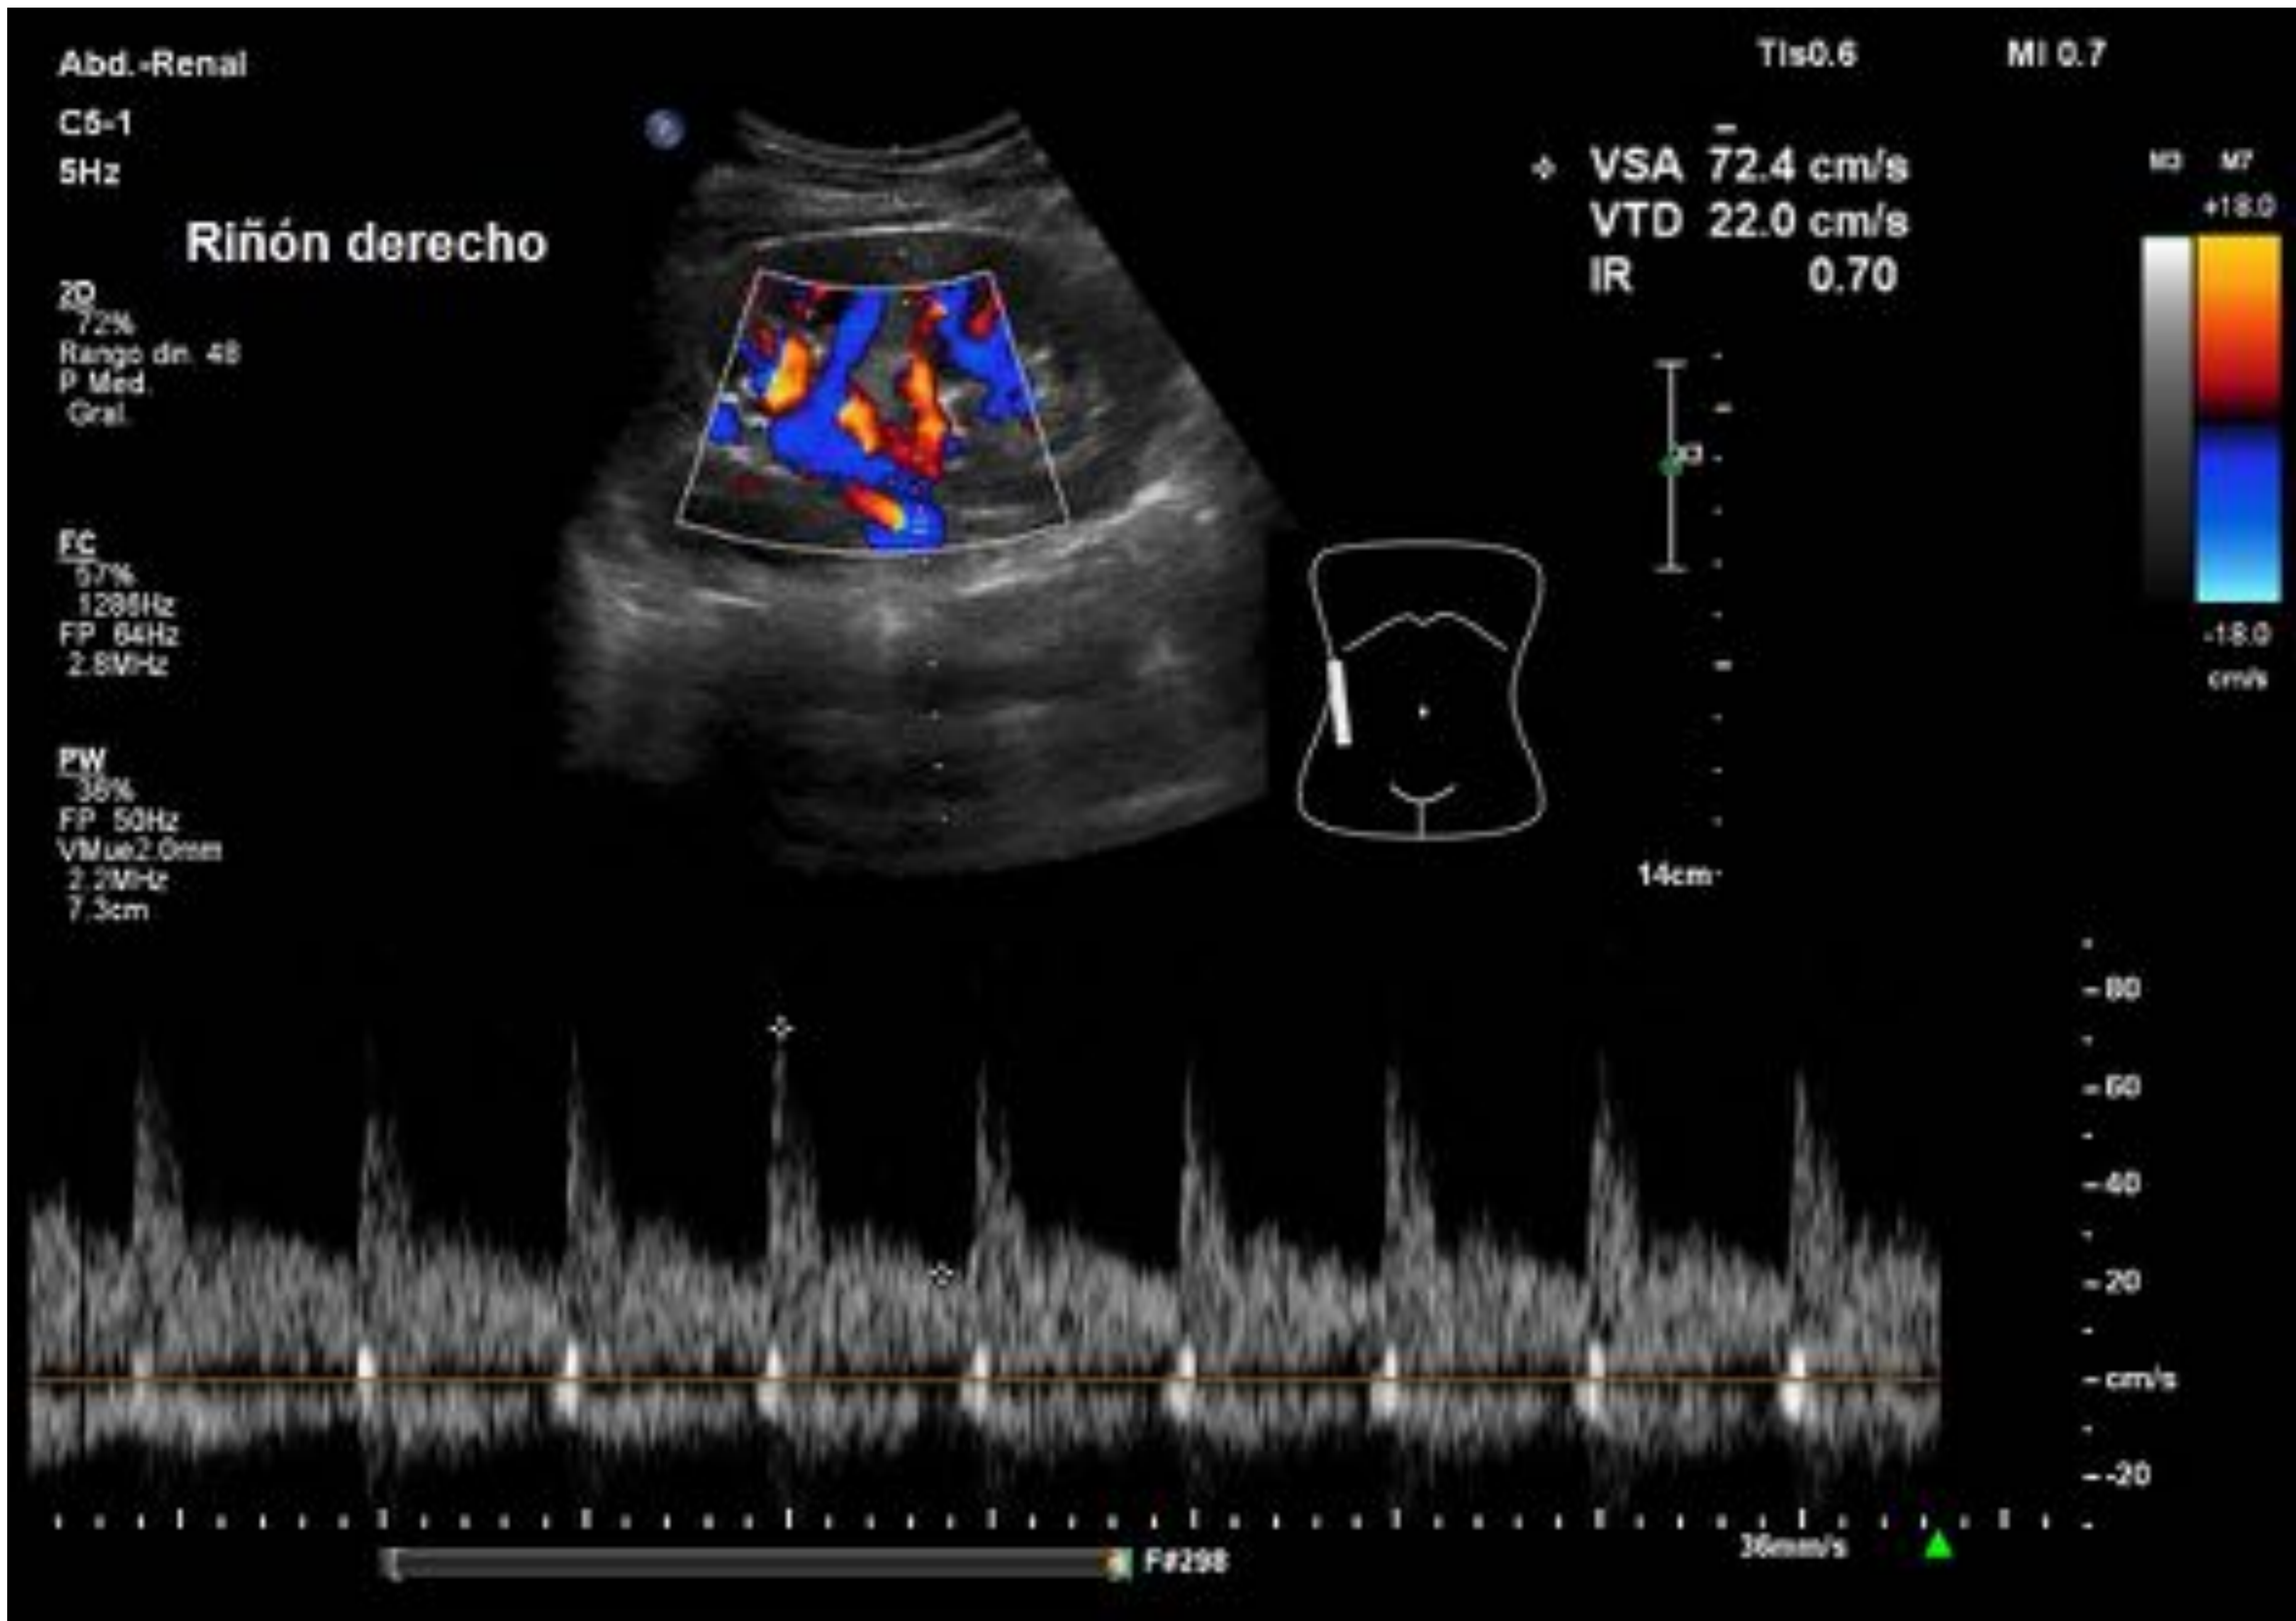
Corte longitudinal en flanco derecho en decúbito supino. Doppler color y pulsado de la arteria renal derecha a nivel del hilio renal. Sin hallazgos patológicos.
